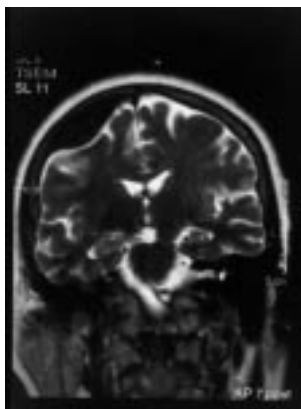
Esame RM encefalo nelle sequenze T2-pesate della stessa paziente che mostra una lesione parietale destra ipointensa con un cospicuo enhancement dopo gadolinio e.v.
